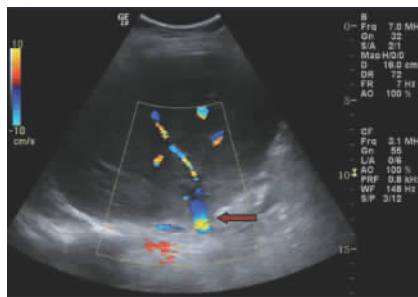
超声检查重建后的 V 段肝静脉属支 (箭头所示) 未发现血栓, 血流通畅
